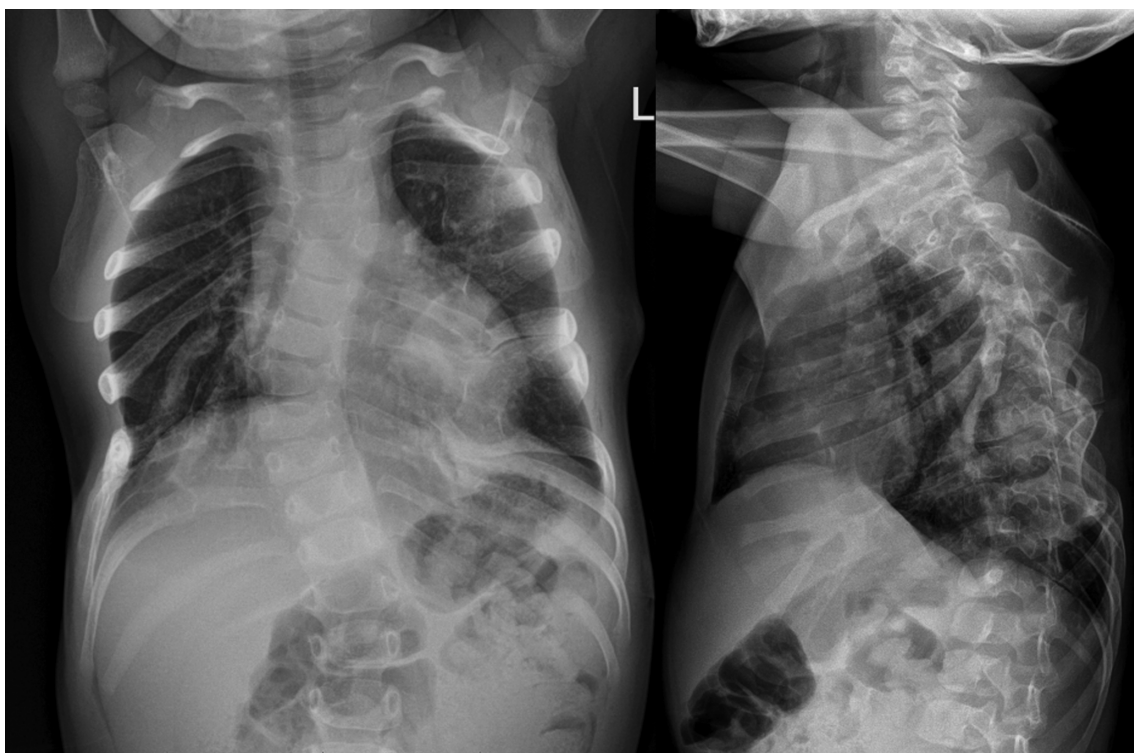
Рентгенограмма грудной клетки на 5-е сутки после операции
